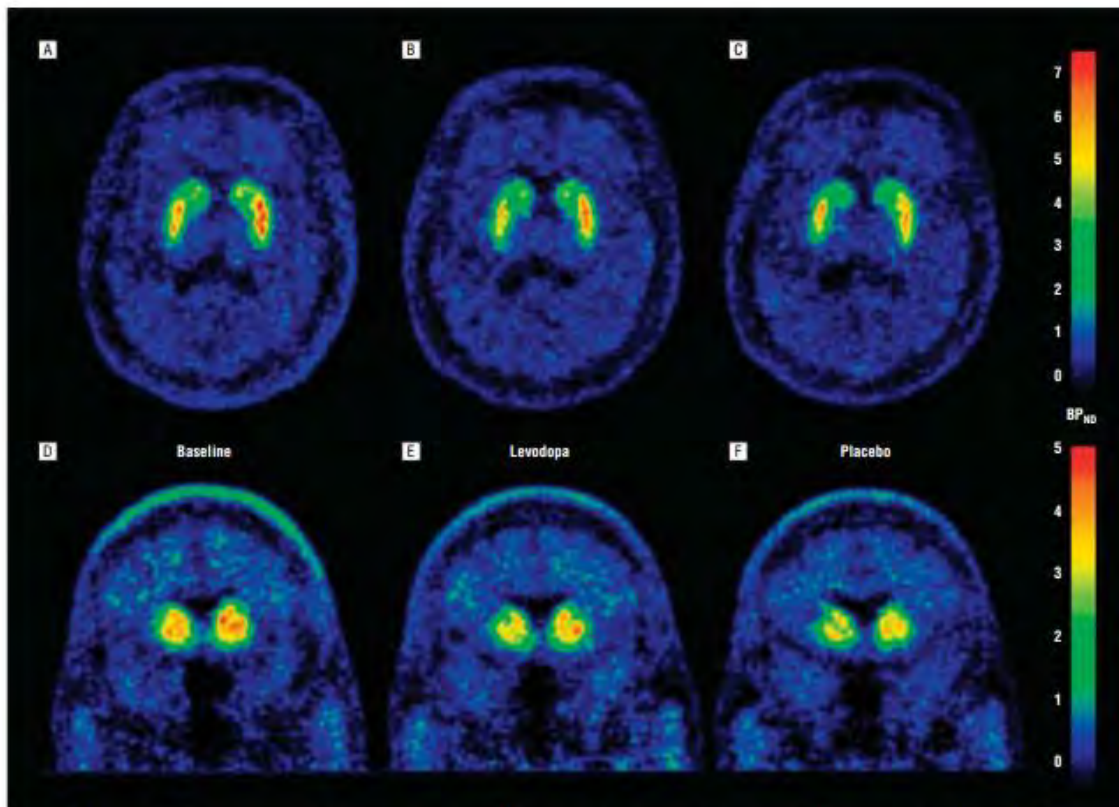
Parametric [^{11}C]raclopride positron emission tomographic (PET) images of a representative patient with Parkinson disease from group C ($P=.75$) scanned at baseline (A and D) and following open administration of levodopa (B and E) and placebo (C and F). Each image pixel represents the binding potential (BP_{ND}) calculated from the dynamic PET data, with the magnitude indicated by the color bars on the right. Images are presented in horizontal sections (A-C) for visualization of the dorsal striatum and in coronal sections (D-F) for visualization of the ventral striatum. The bars are scaled to different maxima in the horizontal and coronal sections to accommodate the higher BP_{ND} values in the dorsal striatum and optimize visualization of the change from baseline. A decrease in raclopride BP_{ND} is seen following levodopa administration in the putamen (B vs A), indicating an increase in dopamine release in this region. Placebo administration resulted in an increase in endogenous dopamine release (reduced BP_{ND}) in the putamen comparable with that seen following levodopa (C vs A) and in the ventral striatum (F vs D).
